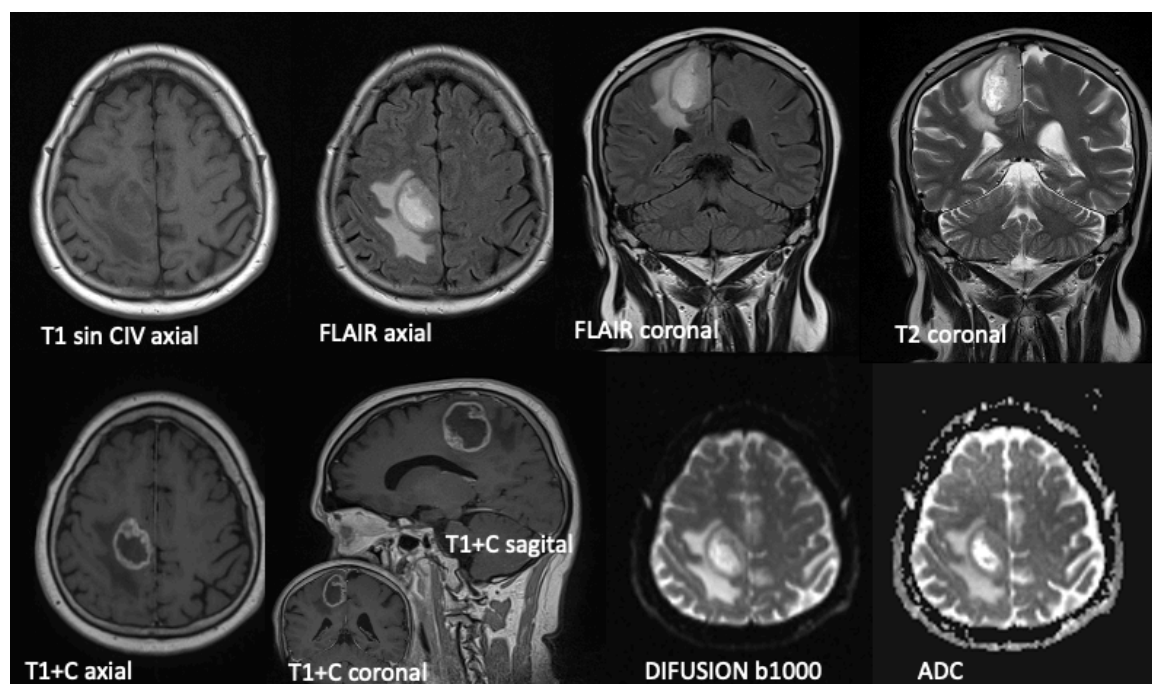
Varón de 51 años de la muestra con masa frontoparietal parasagital derecha heterogénea con componente central hipocaptante-necrótico y realce periférico en anillo irregular grueso. La lesión presenta una morfología nodular en la región anterior y superior. En las secuencias sin contraste intravenoso es hipo intensa en T1 con centro hiperintenso heterogéneo en T2 y FLAIR donde también se observa edema vasogénico perilesional. No se observa restricción en las secuencias potenciadas en difusión.
